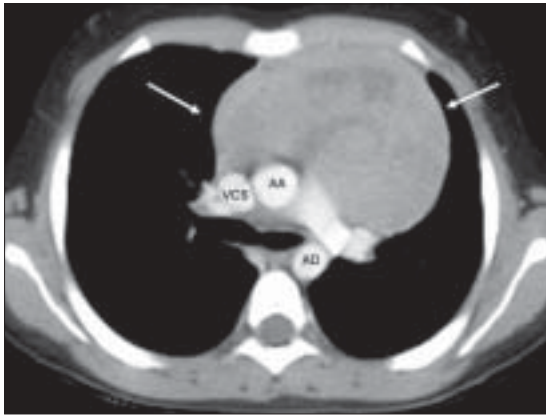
Tomografía computarizada de tórax luego de inyección de medio de contraste endovenoso. AA: Aorta ascendente; AD: Aorta descendente; VCS: Vena cava superior. Flechas indican masa en mediastino anterior (ver texto para mayor descripción).
